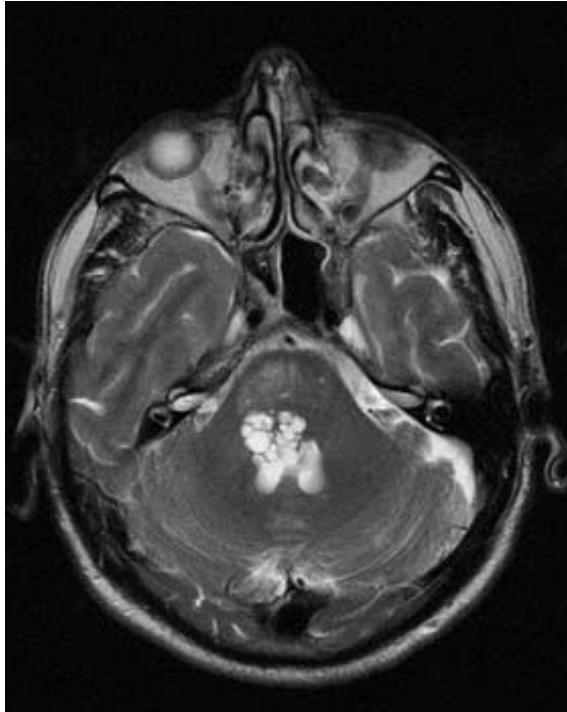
T2-weighted axial section through brain stem reveals a grape-like cluster of cysts isointense to CSF in the pons with mild oedema.
